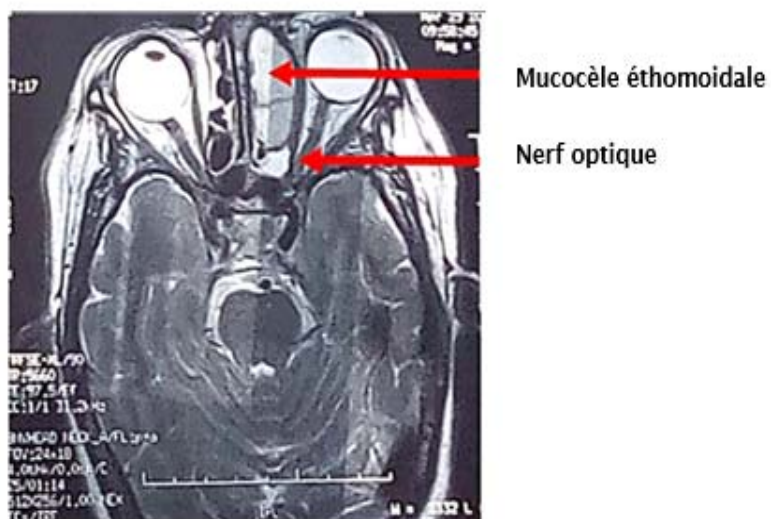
IRM cérébrale T2 en coupe axiale montrant une mucocèle éthmoïdale en hypersignal responsable d'une exophtalmie (B)
